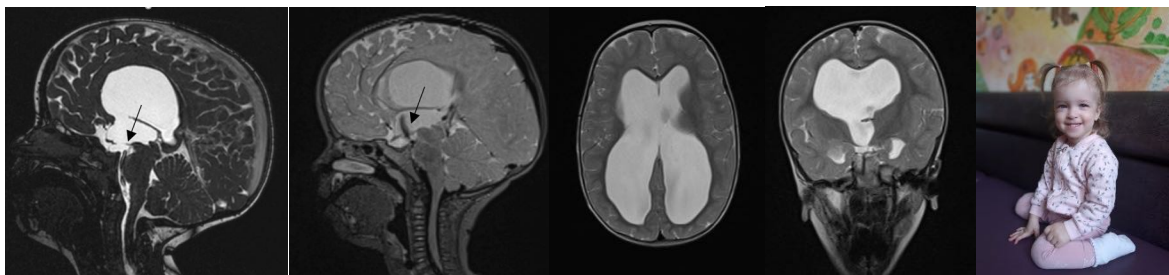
МРТ головного мозга в динамике в возрасте 1 года 10 месяцев. По данным МРТ, в режиме TRUFI сохраняется стома в области дна III желудочка, в ликвородинамическом режиме отмечается выраженный артефакт движения тока спинномозговой жидкости – черные стрелки. На контрольном осмотре отмечается легкий гемипарез слева по центральному типу (4 балла), психомоторное развитие соответствует возрасту
